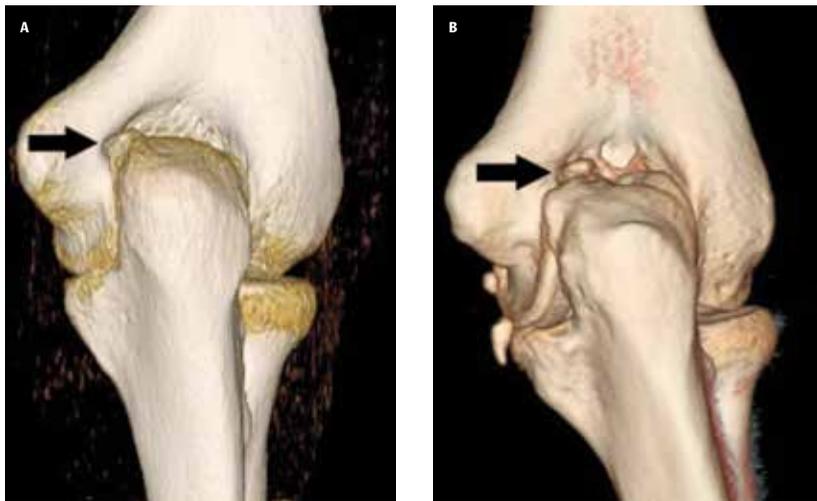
RECONSTRUÇÃO 3D DA TAC QUE REVELA UM OSTEÓFITO NUMA FASE AINDA INICIAL (A) E UM CORPO LIVRE JÁ BEM DEFINIDO (B), ONDE SE OBSERVAM IGUALMENTE CALCIFICAÇÕES DO LIGAMENTO COLATERAL INTERNO.
